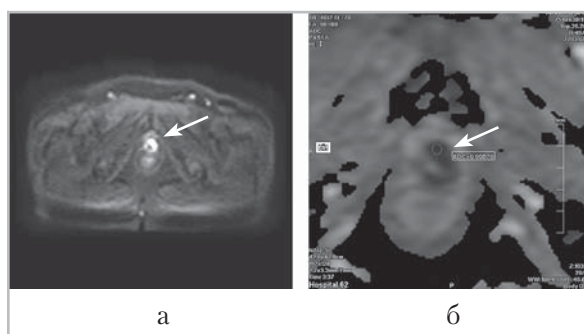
Магнитно-резонансные томограммы: а — ДВИ цистоуретрального анастомоза в аксиальной плоскости. В левой стенке уретральной части анастомоза определяется очаговое повышение МР-сигнала (*стрелка*); б — ИКД-картирование области цистоуретрального анастомоза. Минимальное значение ИКД в «зоне интереса» = $0,70 \times 10^{-3} \text{ мм}^2/\text{с}$ (*стрелка*)
